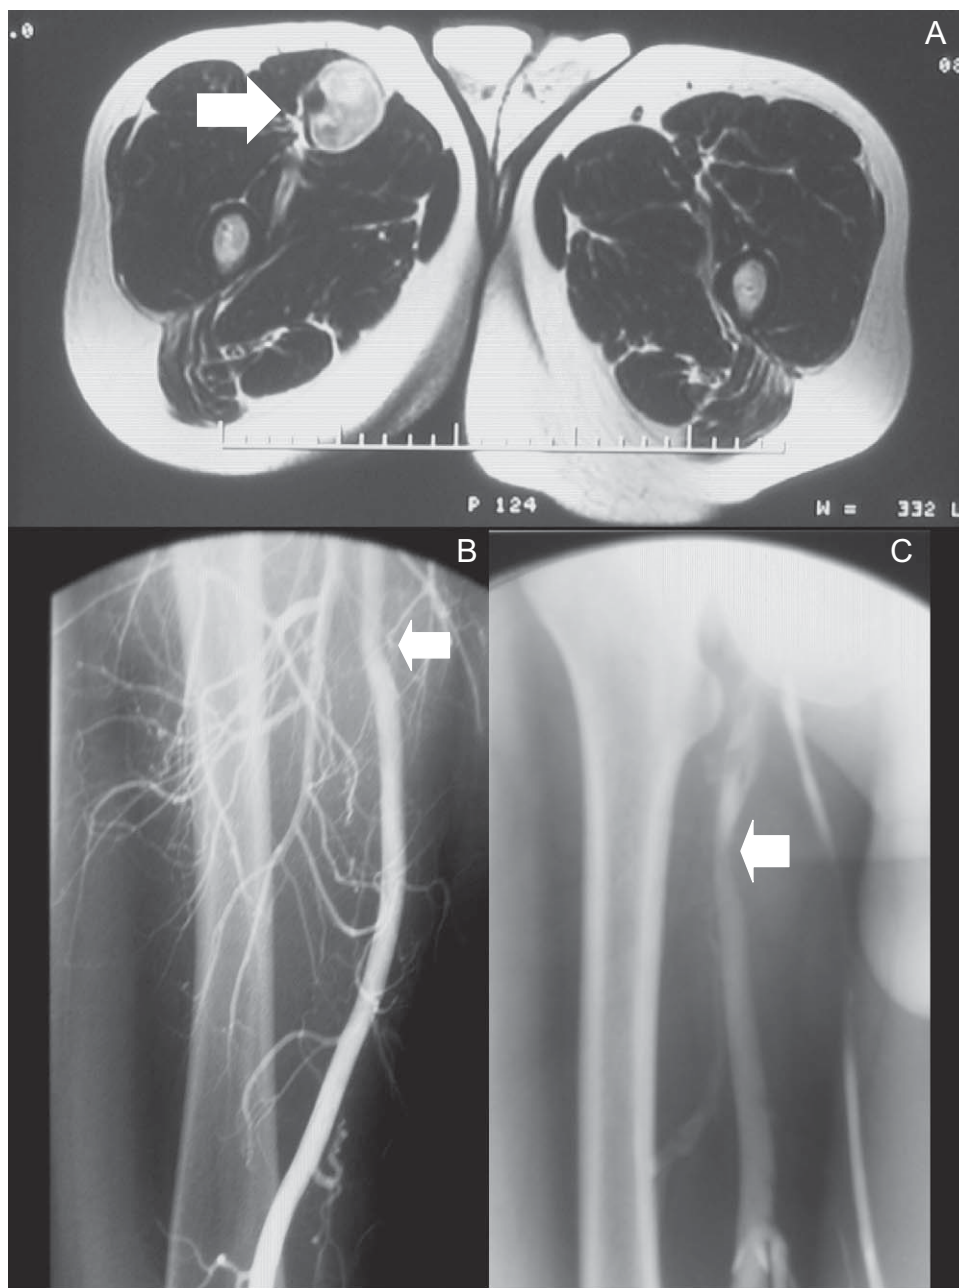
A) Imagen de la resonancia magnética del paciente del caso 4 en el que se muestra la relación del tumor con los vasos femorales. B) Arteriografía del mismo paciente en la que puede verse la compresión ejercida por el tumor sobre la arteria femoral superficial. C) Flebografía del paciente del caso 4.
